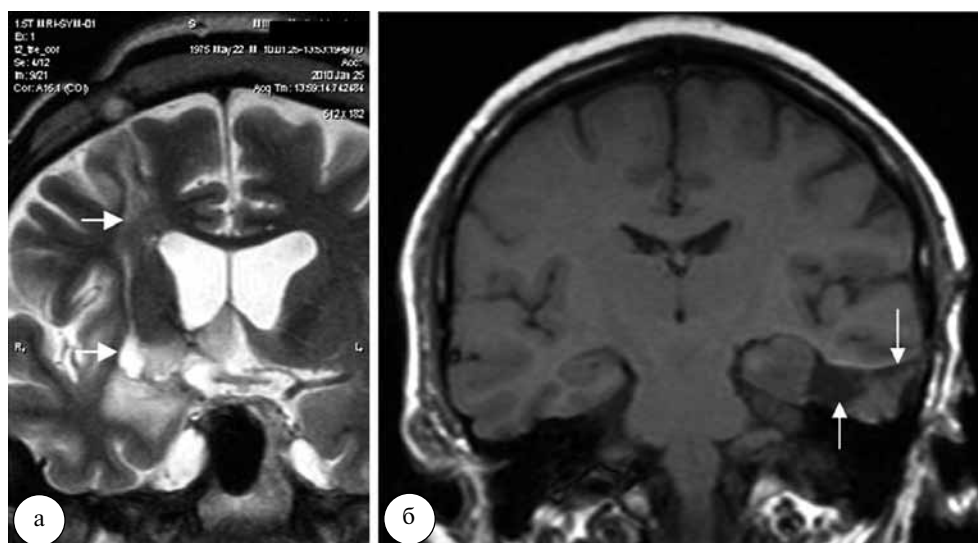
МРТ пациентов в отдаленном послеоперационном периоде стереотаксической криодеструкции опухоли: а – T2-ВИ, фронтальная плоскость; б – T1-ВИ, фронтальная плоскость. Нижние стрелки на томограммах указывают на послеоперационные кисты в зонах криодеструкции, верхние – на участки глиозных изменений в зонах стереотаксических доступов
